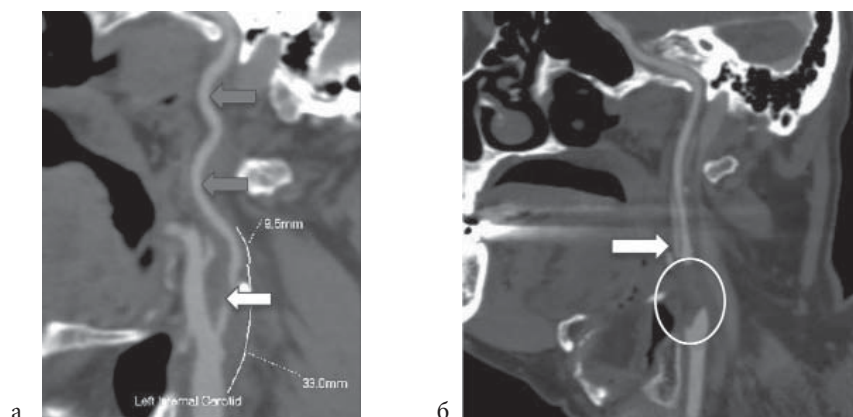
КТ-ангиография брахиоцефальных артерий, артериальная фаза болюсного контрастирования, использование программы для углубленного анализа сосудистого русла: а — диффузное пролонгированное уменьшение калибра левой внутренней сонной артерии на всем протяжении (серые стрелки), критический стеноз в луковиче (белая стрелка), б — локальная окклюзия левой внутренней сонной артерии на уровне луковичи (белый овал). Восходящая глоточная артерия отходит от ВСА (белая стрелка). Диффузное пролонгированное уменьшение калибра левой ВСА на всем протяжении.
